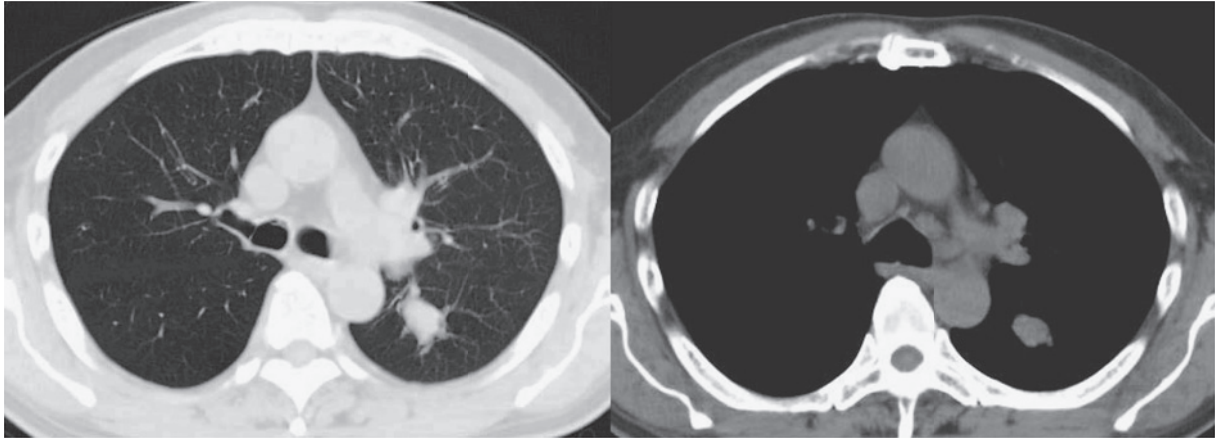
Chest CT scan shows a nodule, 20 mm in size in the left S₆, with mediastinal lymphadenopathy.
